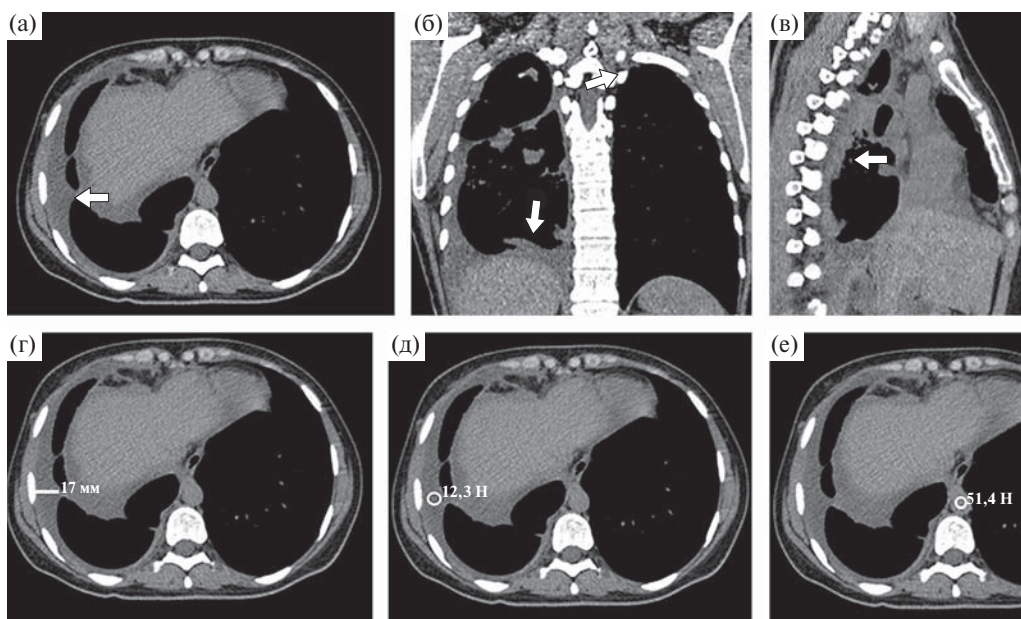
Больная 24 лет. Трансверсальный срез (а) и мультипланарные реконструкции КТ в прямой (б) и правой боковой (в) проекциях органов грудной клетки. Средостенное электронное окно. г–е – трансверсальные срезы. а – выпот в правой плевральной полости (стрелка); б – выпот над диафрагмой (стрелка); в – паракостальный выпот (стрелка); г – размер выпота в поперечном направлении; д – плотность выпота; е – плотность крови в аорте.
